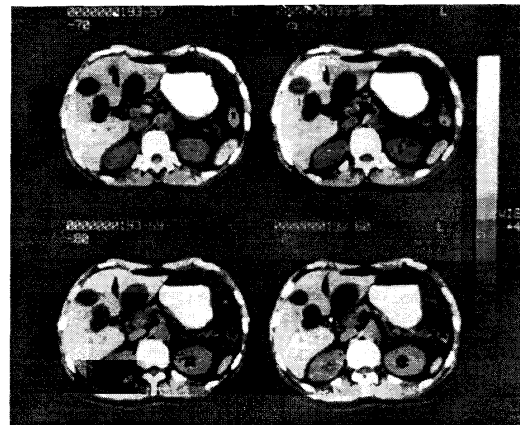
КТ-картина кист внутрипеченочных желчных протоков (V тип – болезнь Кароли).
